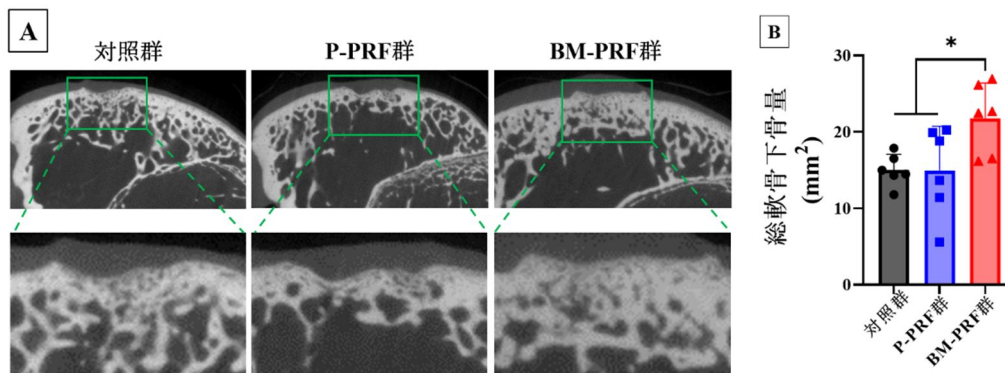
術後 12 週における micro-CT 解析結果
